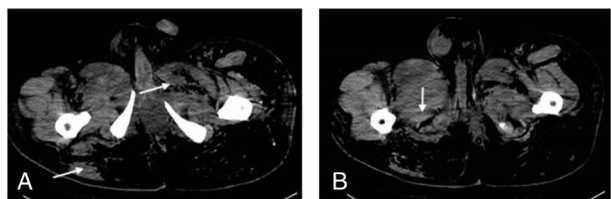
病例 1 盆腔气性坏疽患者盆腔平扫 CT 检查结果
